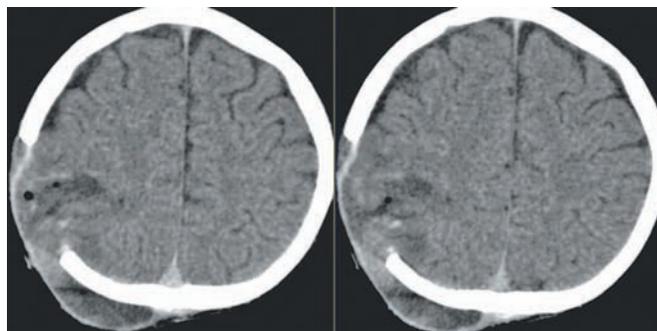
МСКТ. 15-е сутки после первой операции. Через дефект теменной кости пролабирует вещество мозга с геморрагическим пропитыванием. По конвексу лобно-теменно-височной области справа сформировалась гидрома. В подлоскутном пространстве образовалась ликворная подушка. В паренхиме некротическо-энцефалитического очага просматриваются пузырьки газа. Срединные структуры смещены влево на 7 мм.
